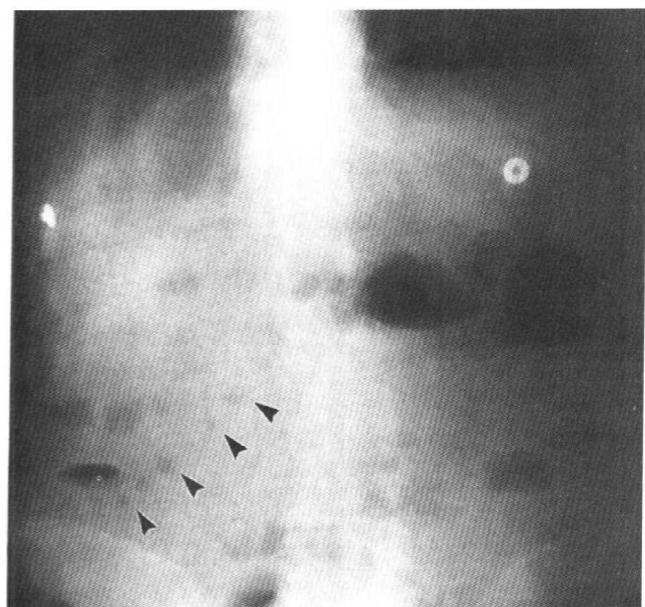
立位腹平片可见串珠征（箭头）。仰卧位腹平片因气体太少，不能诊断肠梗阻。
